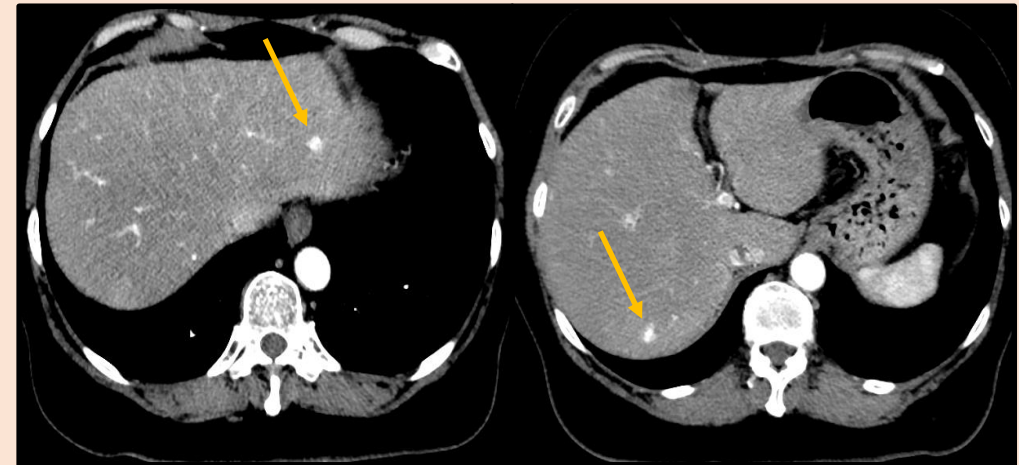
TC ABDOMEN, FASE ARTERIAL. Paciente de 78 años con TNE ileal. En TC de control se identifica la aparición de dos pequeñas lesiones hepáticas hipervascuales en fase arterial (segmentos 2 y 8), compatibles finalmente con metástasis del TNE.
